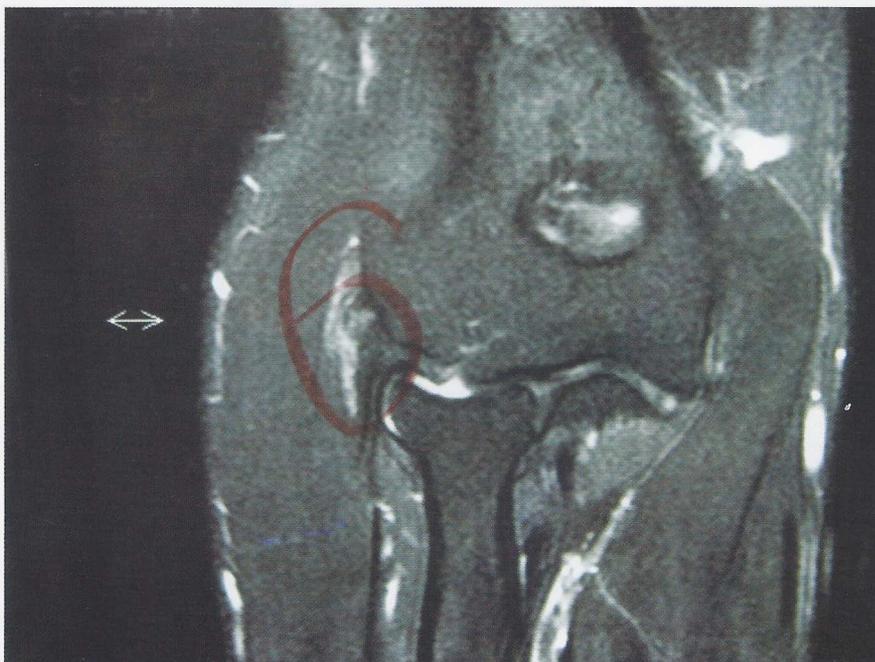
Ressonância magnética mostrando lesão na origem dos tendões extensores do punho e da mão, no epicôndilo lateral.
